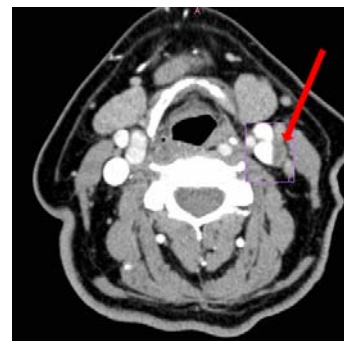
КТ-ангиография картины образования внутренней яремной вены слева
